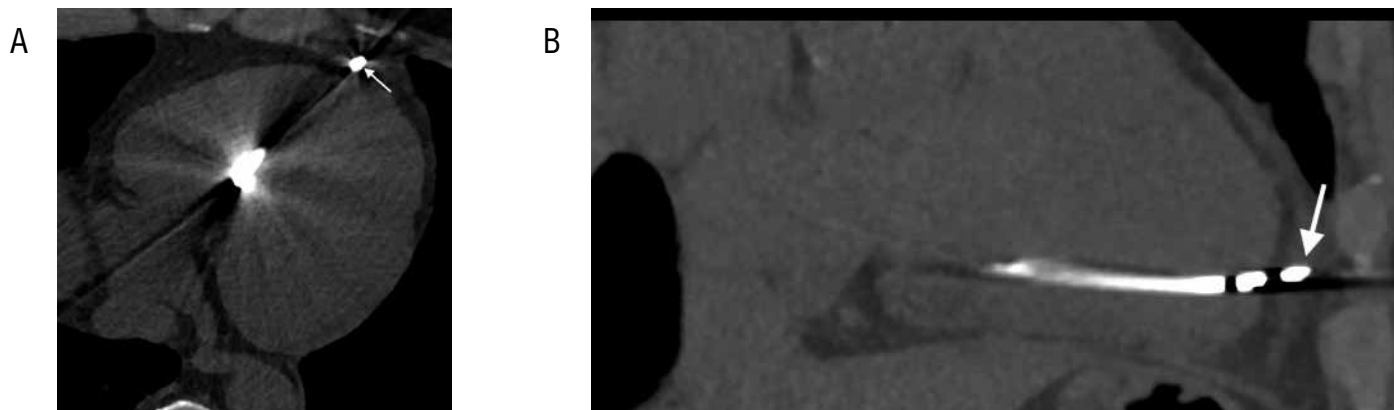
КТ сердца, перфорация миокарда электродом:
